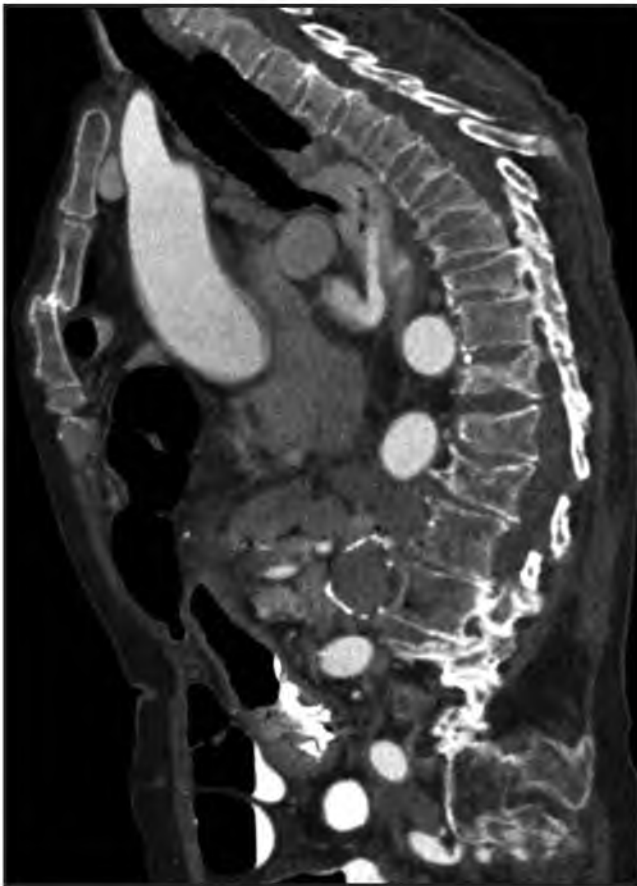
МСКТ груди и живота (реконструкция в сагиттальной плоскости). Консолидированные переломы грудины и грудных позвонков.
